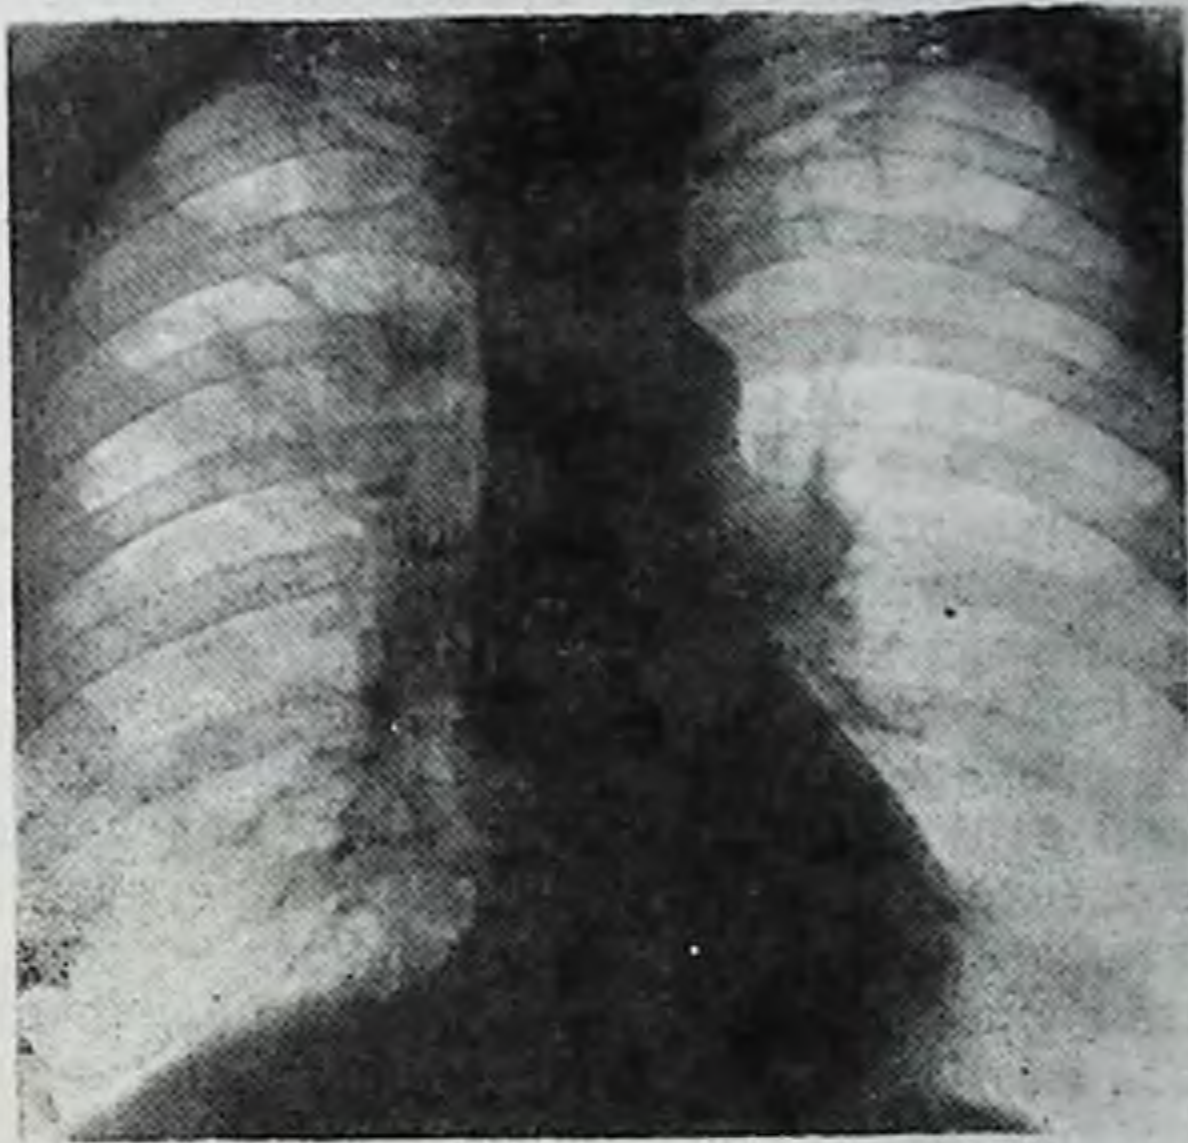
Рентгенограмма легких того же больного после второй части расщепленного курса. Усиление легочного рисунка в верхней доле правого легкого.
